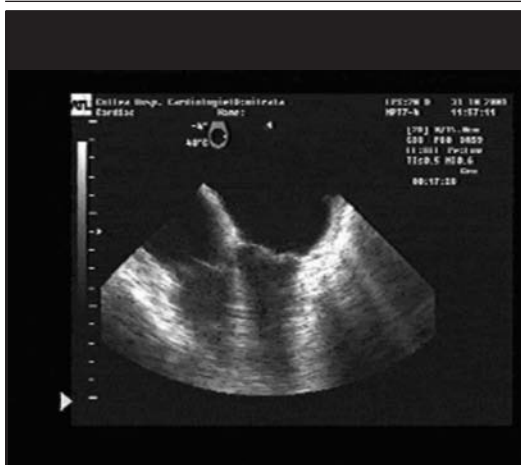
Ecografia transesofagiană
